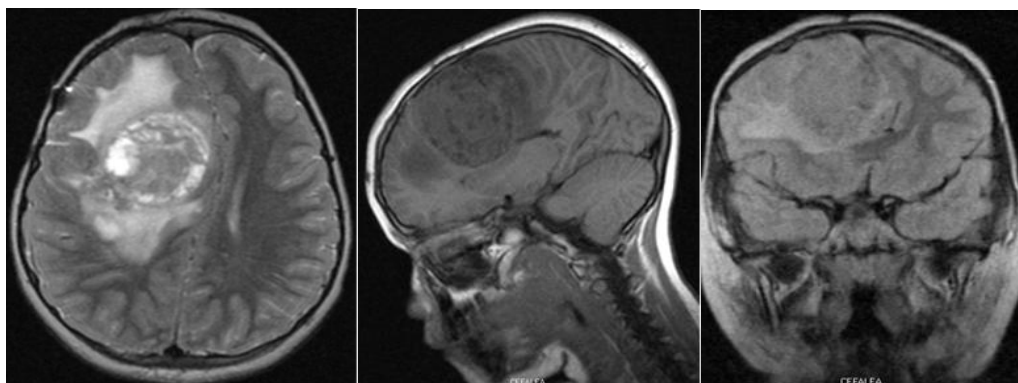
Imagen de un ependimoma supratentorial por resonancia magnética en corte axial, sagital y coronal.
